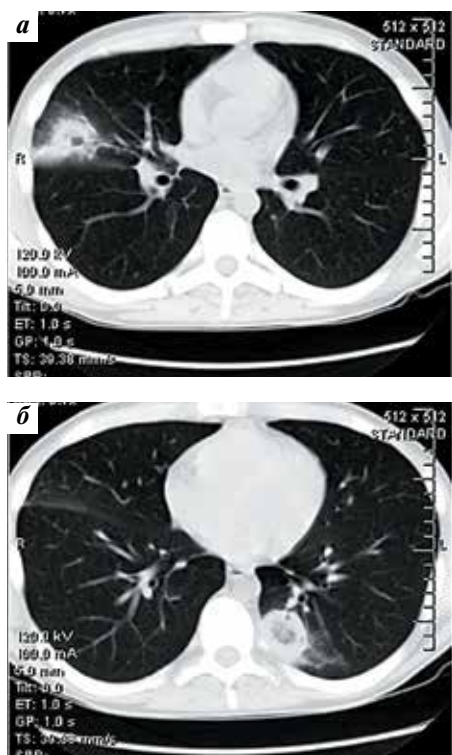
Компьютерная томография легких пациента с инвазивным аспергиллезом и мукормикозом. Очаговая инфильтрация легких с образованием очагов деструкции: а – правого, б – левого
